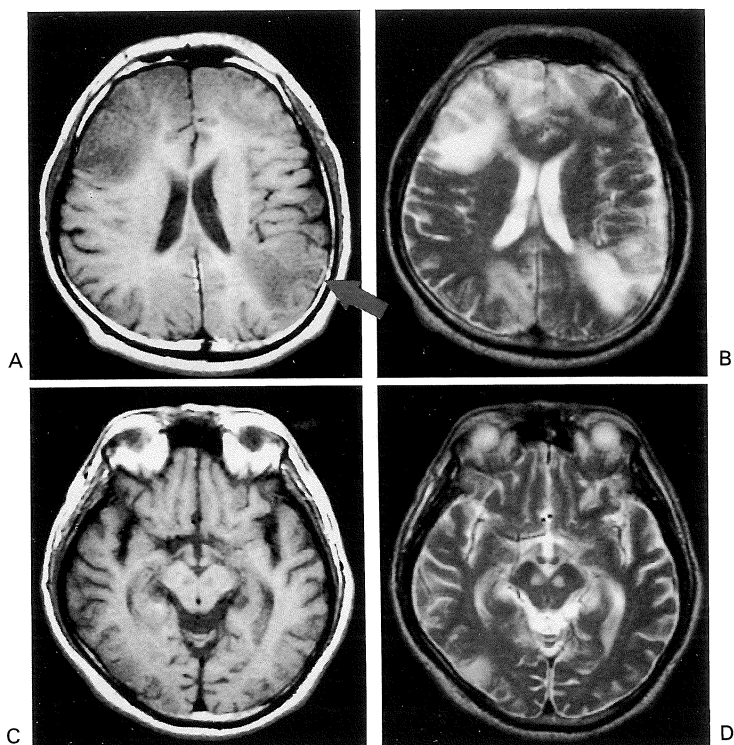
MR images of the patient exhibiting bizarre behavior and nausea, 5 years after MELAS onset (May '95).
